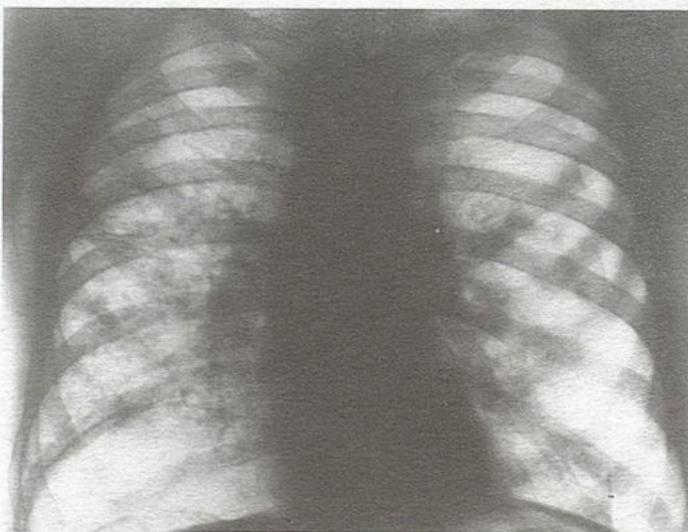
Обзорная рентгенограмма грудной клетки (фасная) 2.11.99.
